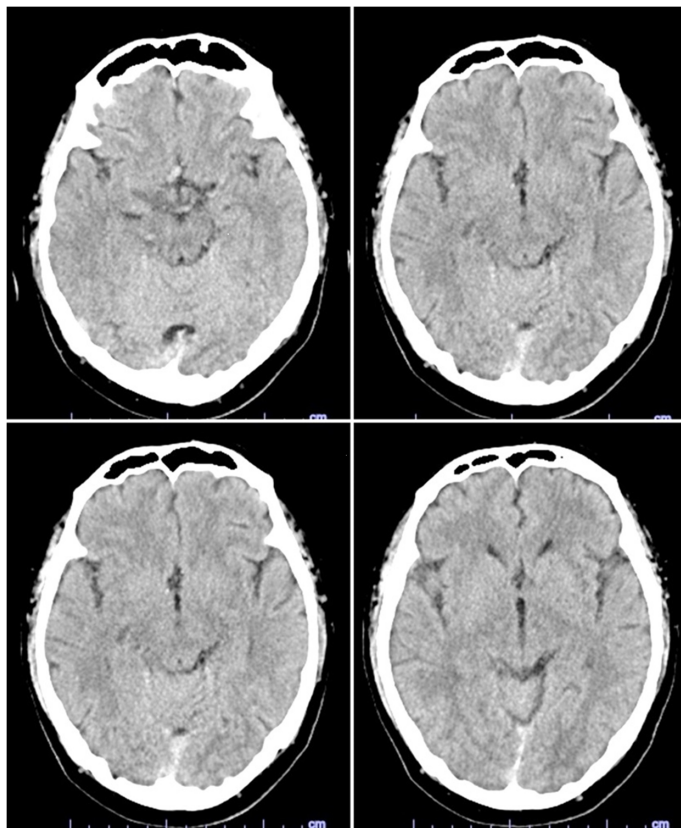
単純 CT で右迂回槽に等吸収域を認めるが、出血かは明らかでない.
